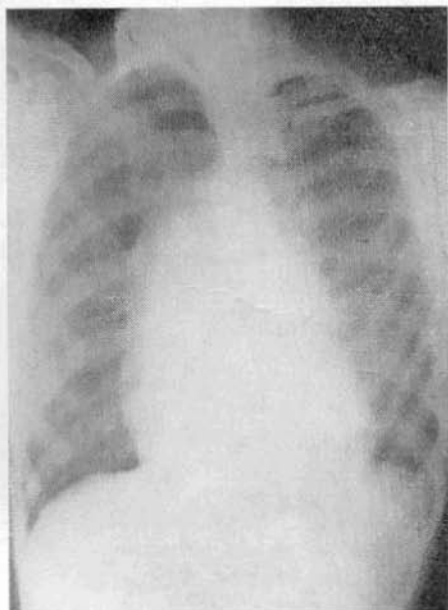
Radiografía en oblicua anterior izquierda. Existe prominencia de la aorta ascendente y el contorno ventricular izquierdo sobrepasa la sombra de la columna vertebral. Caso n.º 2.
